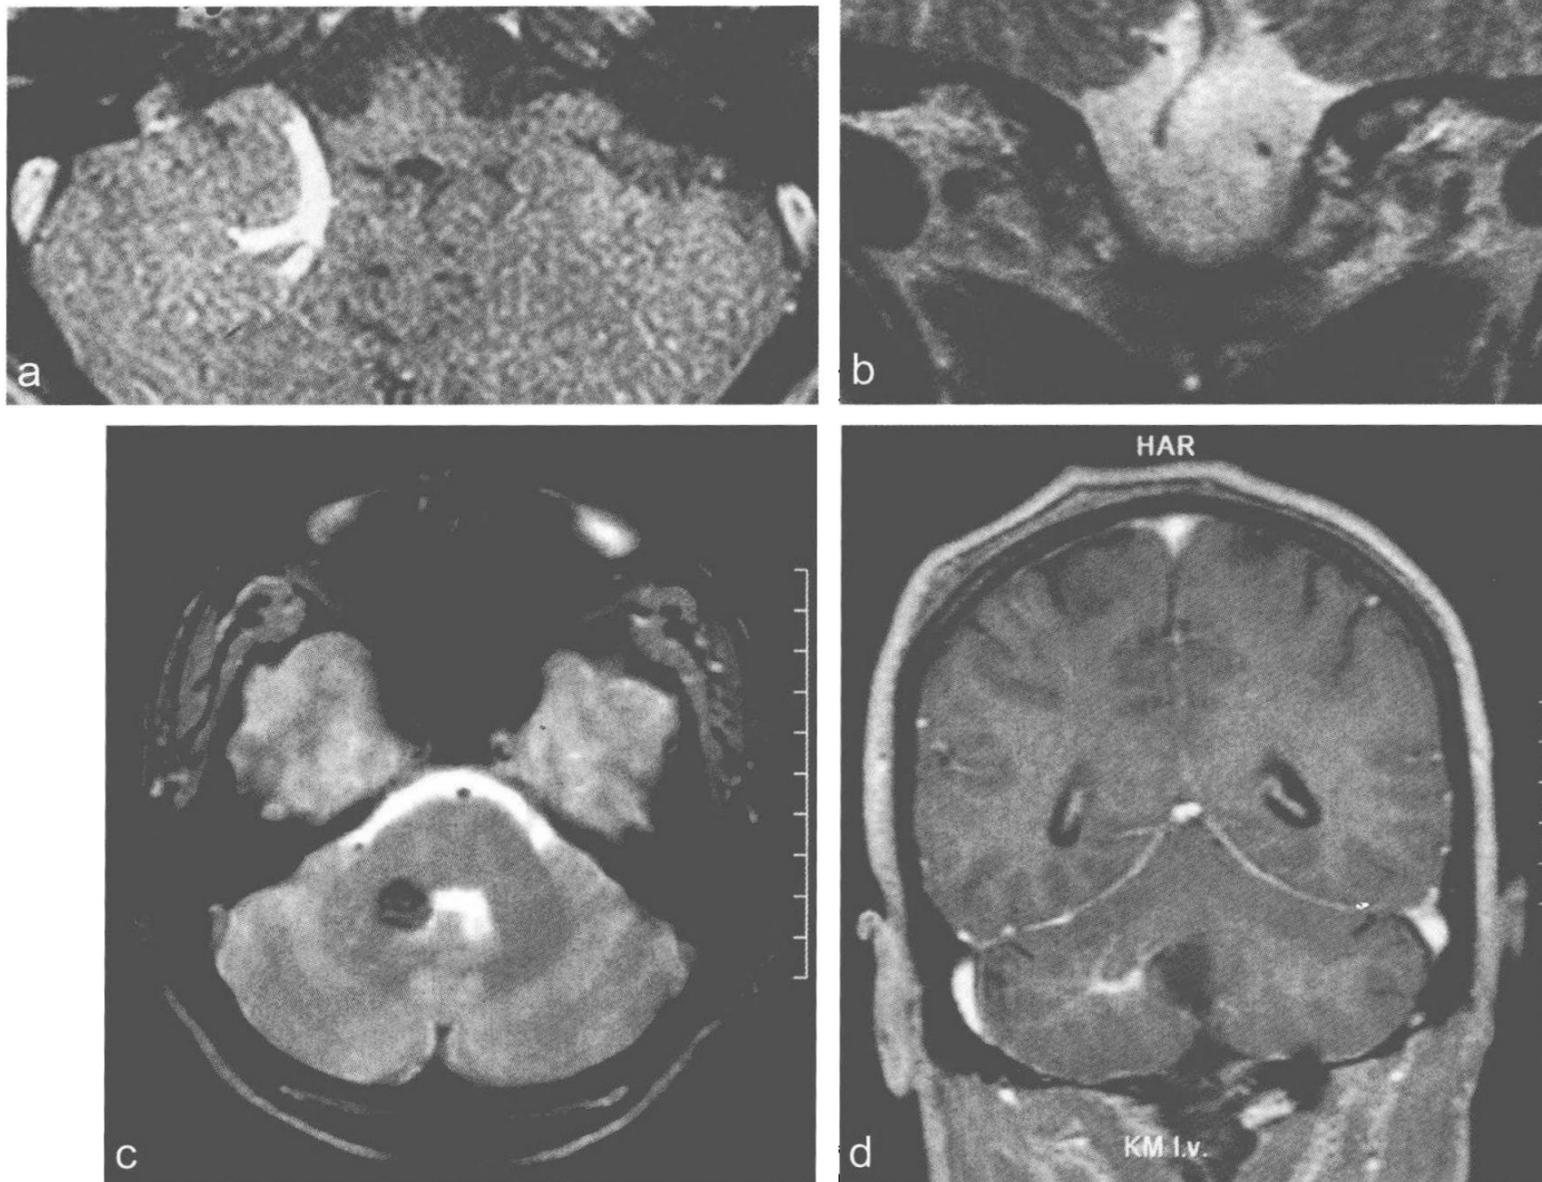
a. 轴位增强 T1 加权像显示典型的贯穿脑实质的引流静脉, 该患者曾有一过性小脑共济失调症状; b, c. 更多的影像内容 [冠状位 T2 像 (b) 和轴位 T2\* 像 (c)], 也清晰显示了合并的海绵状血管瘤。注意在 T2\* 像 (c) 上的海绵状血管瘤更清晰 (b); d. 手术切除海绵状血管瘤后, MRI 上可见 DVA 被保留, 而且不影响小脑半球静脉正常引流
